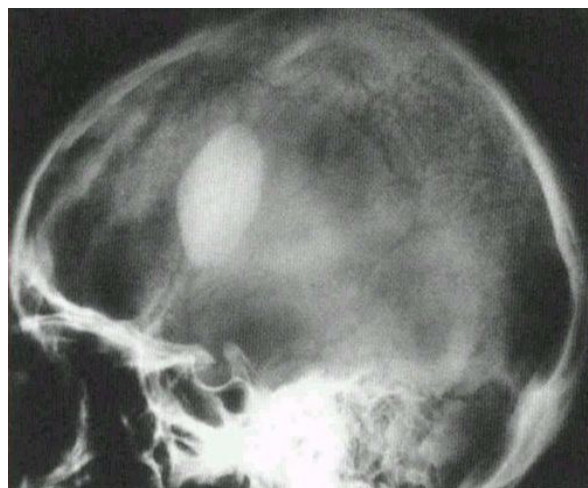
Остеома черепа. Рентгенограмма
